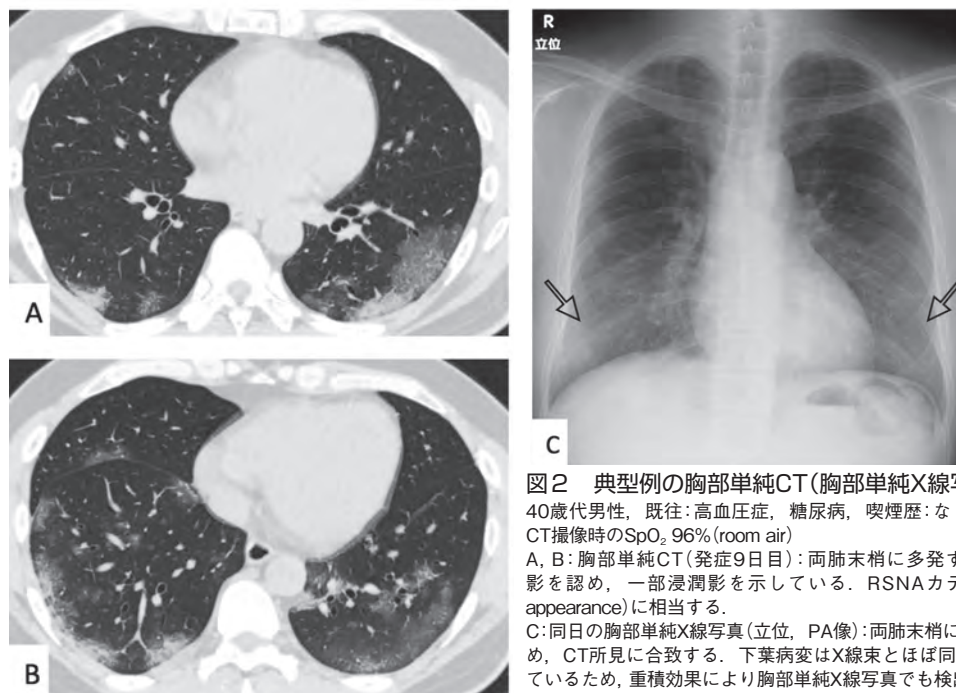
典型例の胸部単純CT(胸部単純X線写真で検出する例)
